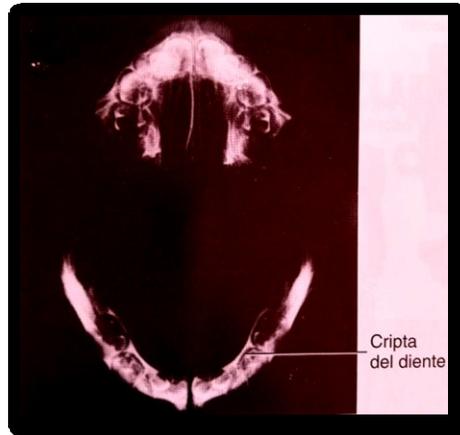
Microrradiografía del desarrollo de criptas
